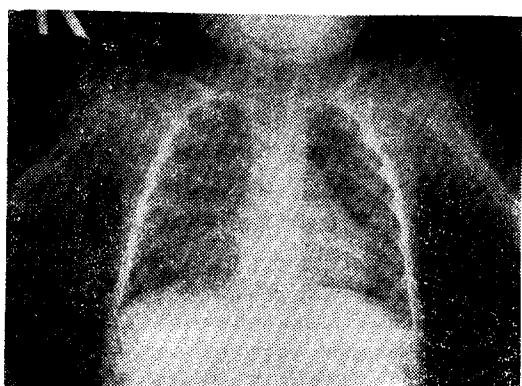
Postoperative Chest X-ray P-A View.
